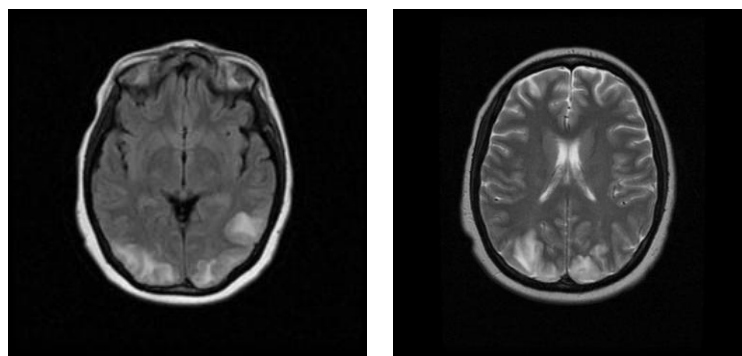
МРТ головного мозга пациента с СОЗЭ: гиперинтенсивные сигналы на FLAIR и T2 в затылочно-теменных долях. Источник: Radiopaedia.org
